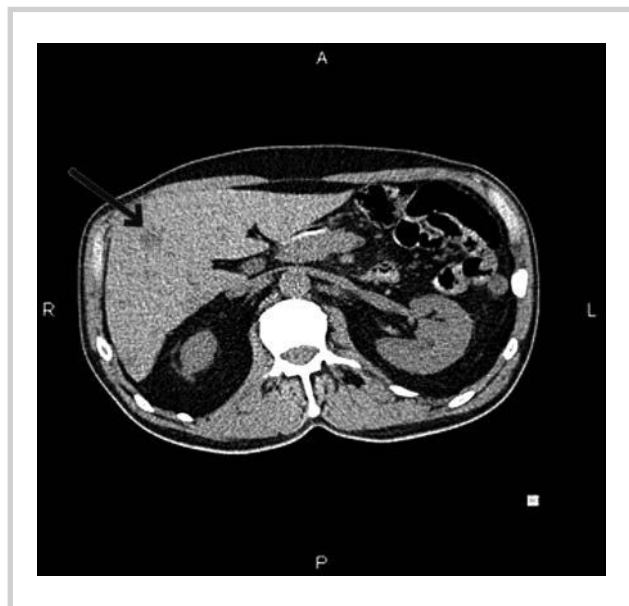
КТ органов брюшной полости. Метастатический очаг в правой доле печени.
